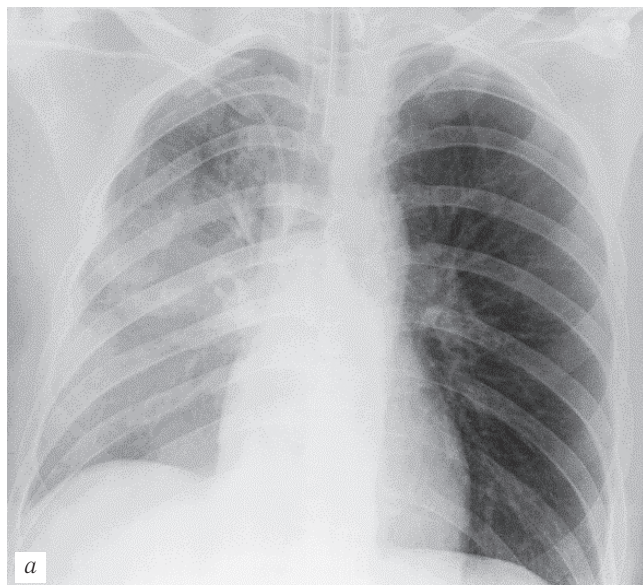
Интерстициальный постперфузионный отек легкого (пояснения в тексте). Пациент С., 42 года. Состояние после анатомической резекции язычковых сегментов левого легкого, ИХПЛ цисплатином 200 мг: а — обзорная рентгенограмма груди в положении сидя в палате в первые сутки после операции; б — аксиальный срез КТ груди в легочном окне на третьи сутки после операции.
